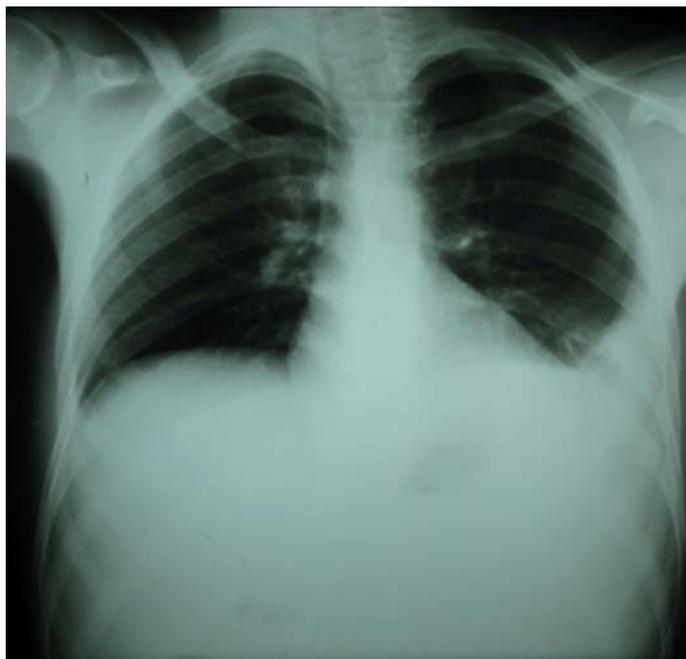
Radiographie thoracique de face montrant un épanchement pleural gauche de moyenne abondance.
